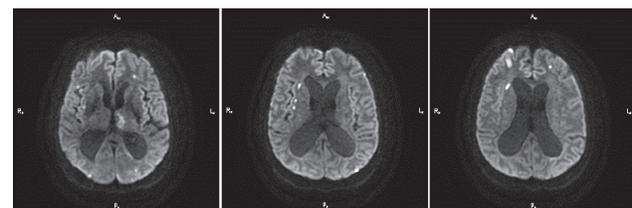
Срезы головного мозга (магнитно-резонансная томография) с множественными очагами острой и подострой ишемии
